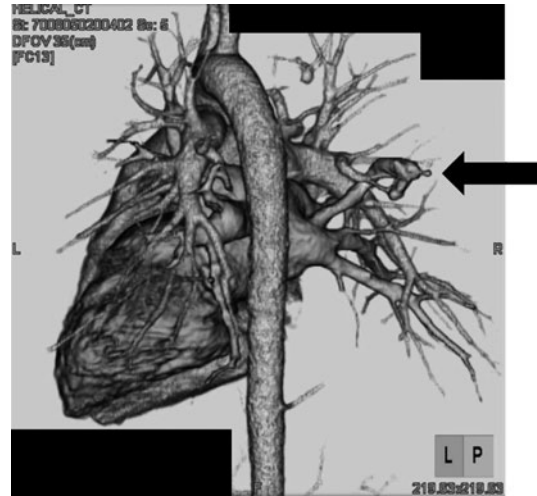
Three-dimensional CT showing feeding and draining vessels in PAVM (arrow).
